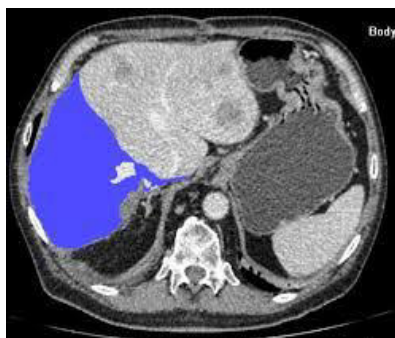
CT Volumetrie CHC multinodular S II-II-IV. Volumul restant 39%
